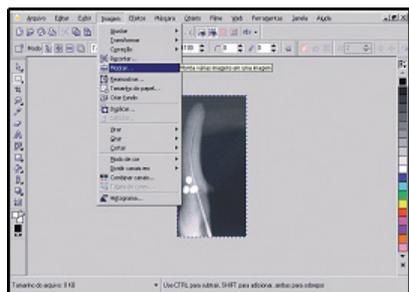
Arquivos das radiografias inicial e final para montagem de uma nova imagem
